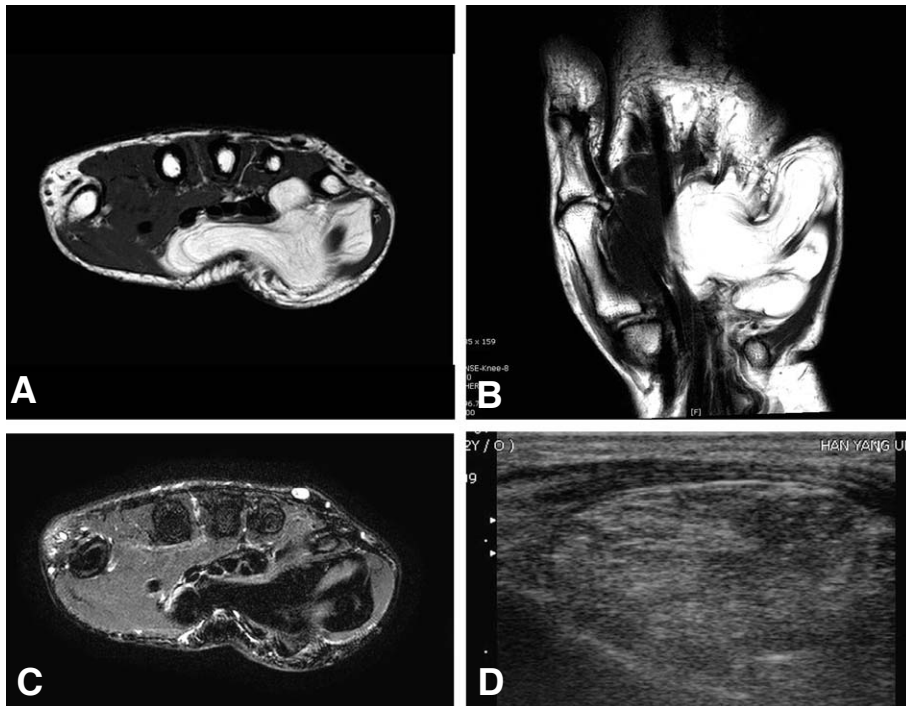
case. In axial T1-weighted image (A) and coronal T2-weighted image (B), lipoma shows high signal and spread around the flexor tendon sheaths of the hand. (C) In axial T2 fat suppression image, lipoma shows low signal. Central spots with high signal mean infarction. (D) In ultrasound image, lipoma shows well-defined mass parallel to the skin surface and mixed echogenicity.
